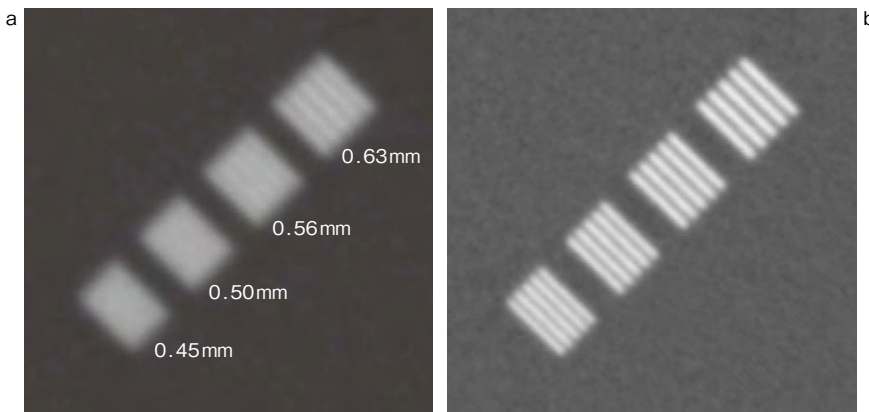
従来CT (320列CT) と超高精細CTの視認性の比較
